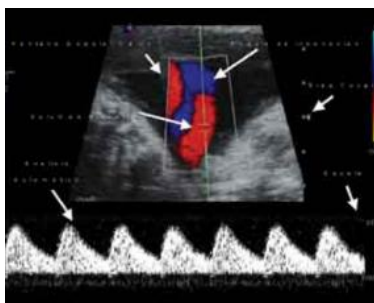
Elementos técnicos de captación de flujo con doppler pulsado
